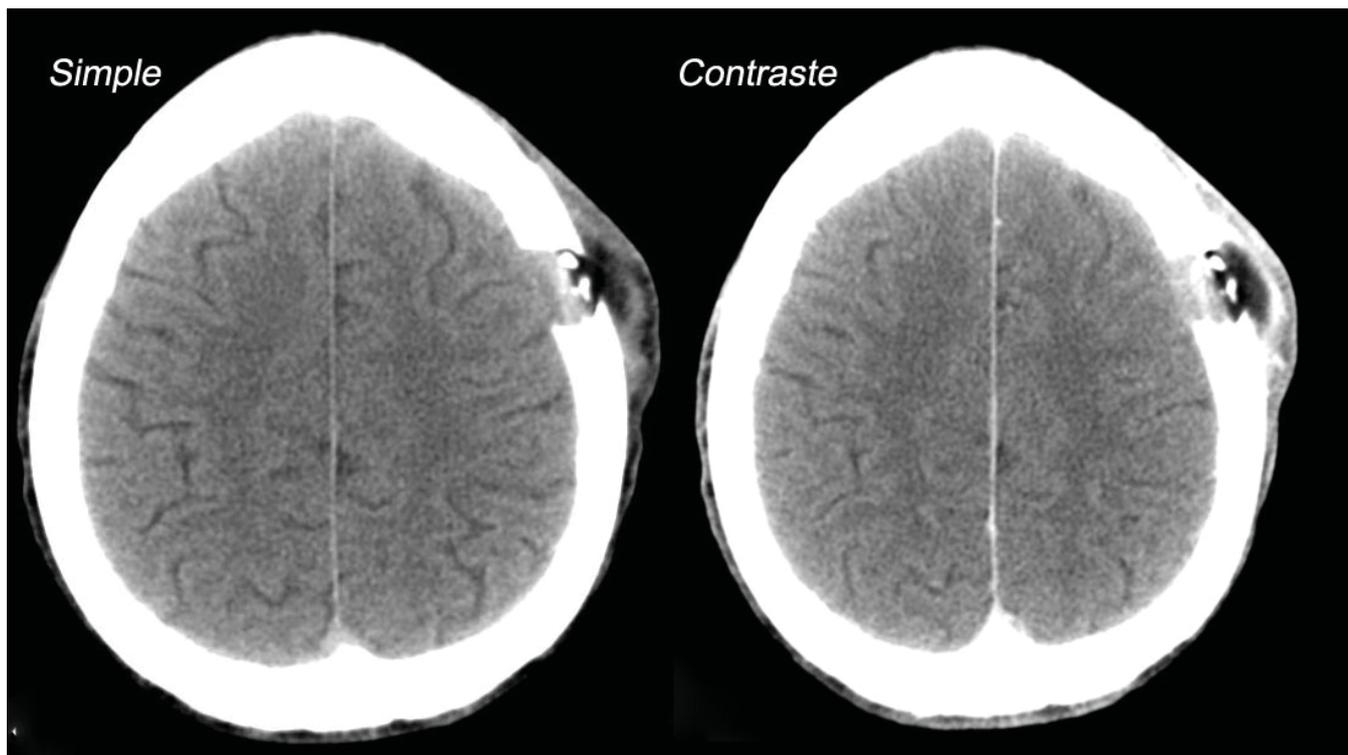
TC craneal simple y con contraste IV. Lesión osteolítica ovoidea en calota de 20 x 17 mm, con afectación de la tabla externa e interna, con bordes netos, biselados, ocupado por una estructura blanda de baja densidad y escaso realce (14 UH tras el contraste), con proyección extracraneal, bien delimitada por una cápsula que realza con el contraste y que incluye dos pequeñas calcificaciones. No se observa extensión intracraneal de la lesión. Sugiere como primera posibilidad en el rango de edad del paciente quiste epidermoide, (parecen menos probables por sus características, histiocitosis y osteomielitis crónica).
